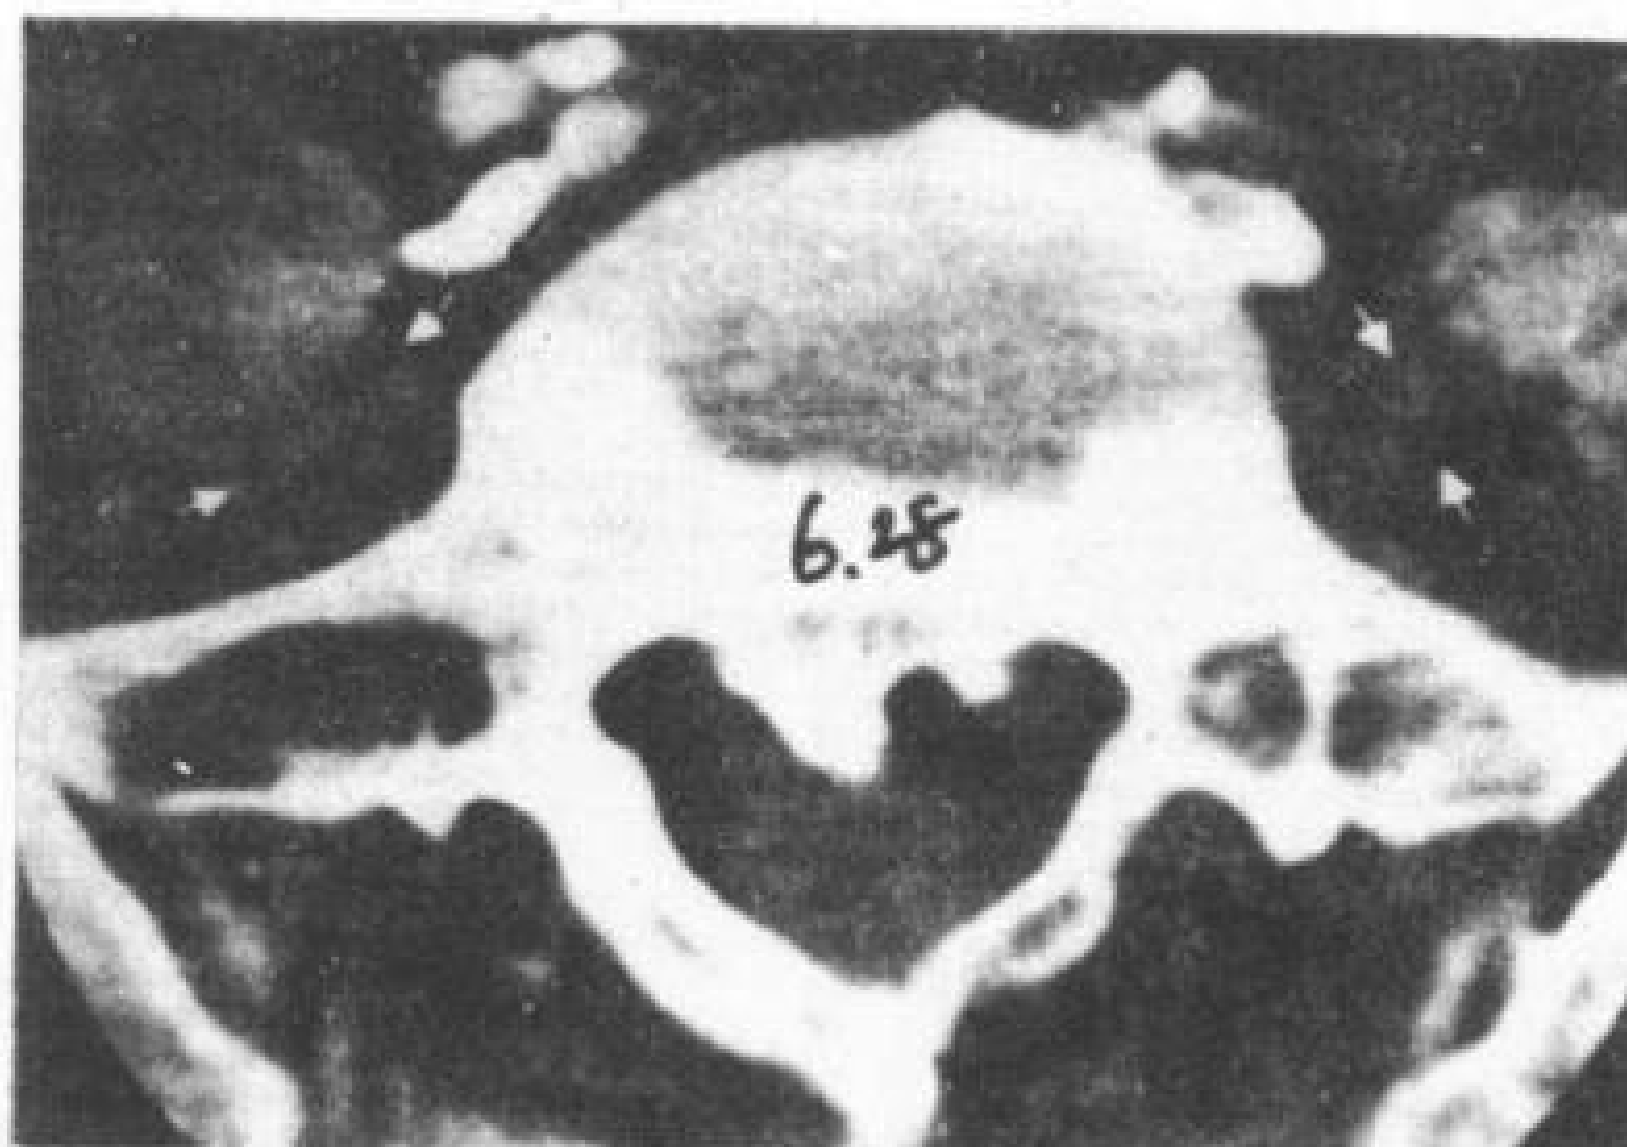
腰骶干。尸体标本的骨内注射造影剂后作CT横断扫描，显示腰骶干（6.28）。
